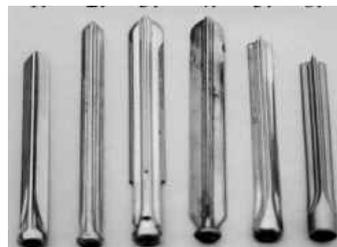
A) Smith-Petersen. B) Variantes de su clavo. C) Radiografía de una fractura cervical de fémur sintetiza con el clavo
